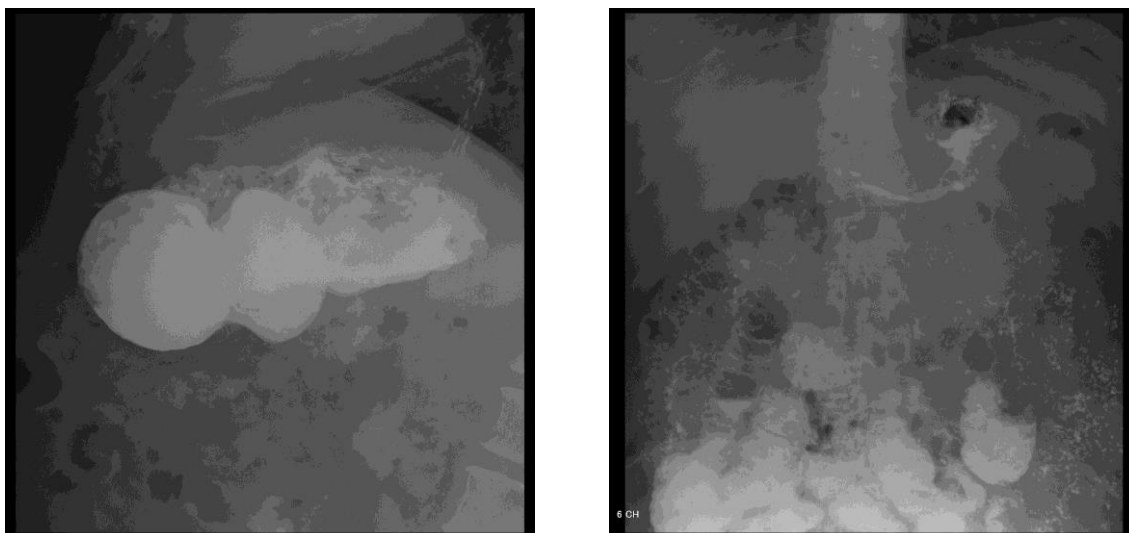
Рентгенограммы пилорического отдела желудка и двенадцатиперстной кишки, полученные в ходе рентгеноскопического исследования. Грубая рубцовая деформация луковицы двенадцатиперстной кишки*
